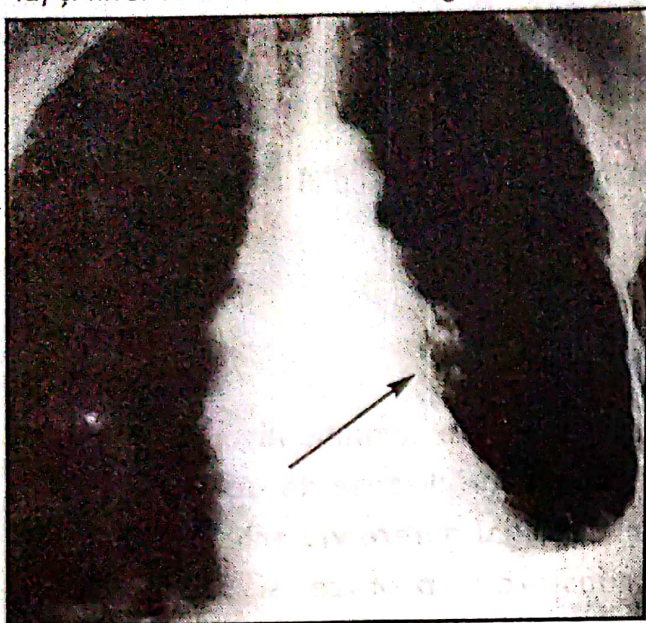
Tomografie computerizată. Aorta toracică descendentă cu dublu contur; pleurezie stângă.
